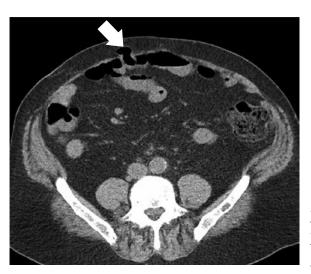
Corte axial de TC sin contraste intravenoso, en el que se aprecia la herniación del borde antimesentérico de un asa de intestino delgado a través de un defecto de la pared abdominal, sin compromiso de la luz intestinal ni signos de obstrucción. (Fuente: Dr. James Sheldon, radiopaedia.org; imagen publicada con autorización de radiopaedia.org).
